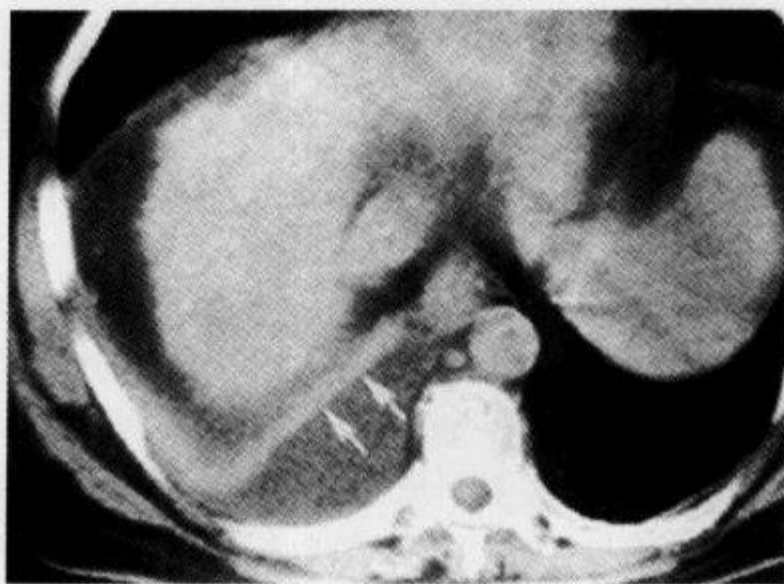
上腹部 CT 平扫示“膈脚移位征”
